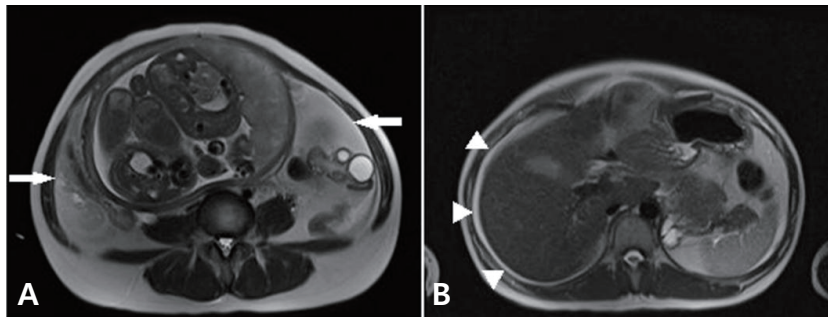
(A) Magnetic resonance image (MRI) shows hemorrhage in both paracolic gutter (arrows). (B) Also in perihepatic area, hemorrhage is seen (arrow head).
